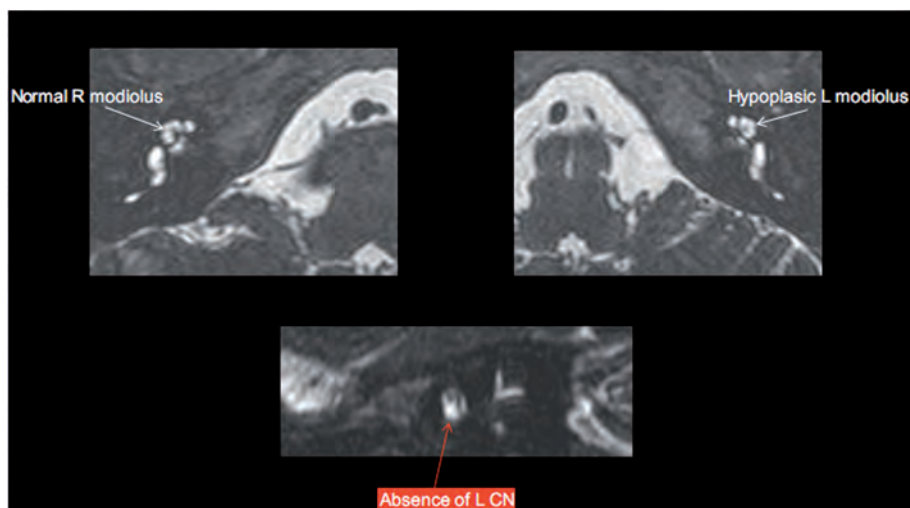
IRM T2 des angles ponto-cérébelleux d'un enfant de 6 ans sans antécédent présentant une ANSD unilatérale gauche. Malformations de l'oreille interne associant une hypoplasie de la columelle et une absence de nerf cochléaire à gauche.
